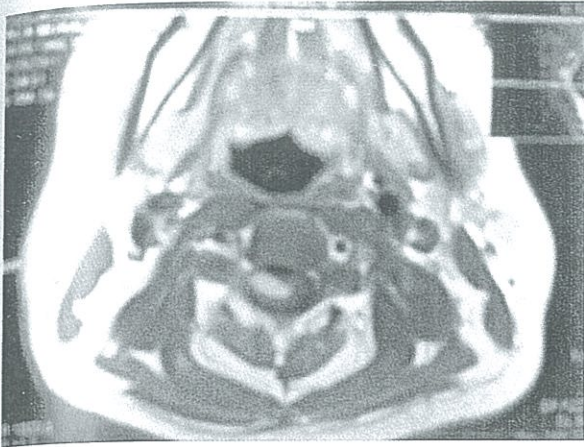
RMN axial de columna cervical que evidencia una lesión ocupante lateralizada hacia la derecha, que capta contraste y produce dilatación del conducto endimario con edema perilesional.
